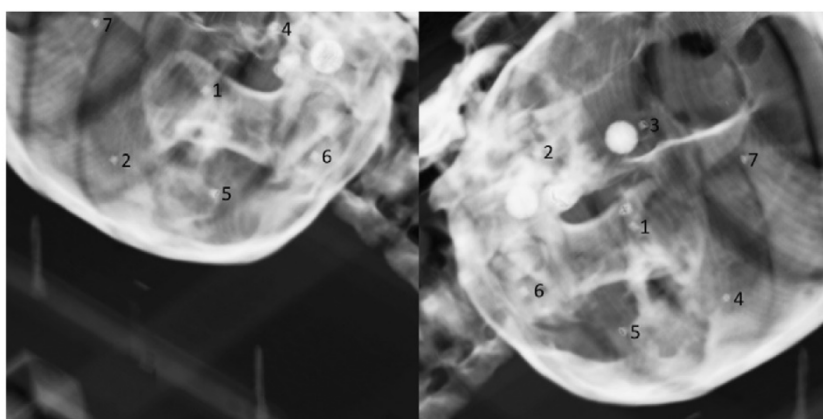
Digitally reconstructed radiographs showing enough bony information available (right) and lack of bony information available (left).
